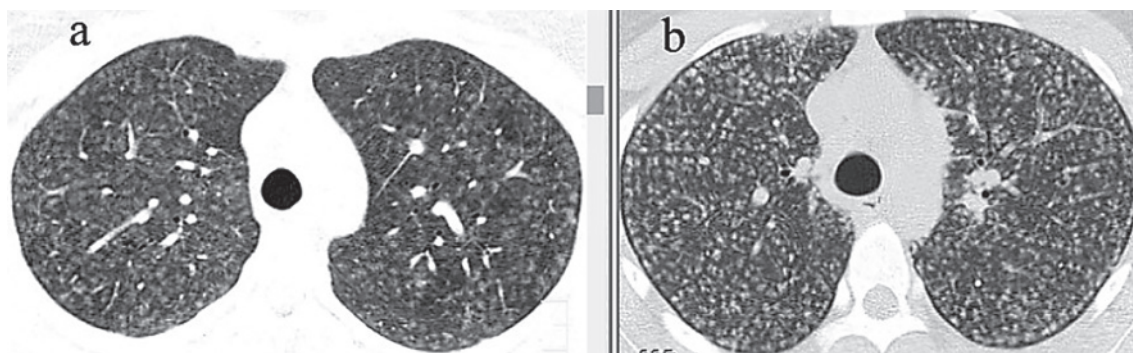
КТ больного И. (а) и пациентки М. (b).
